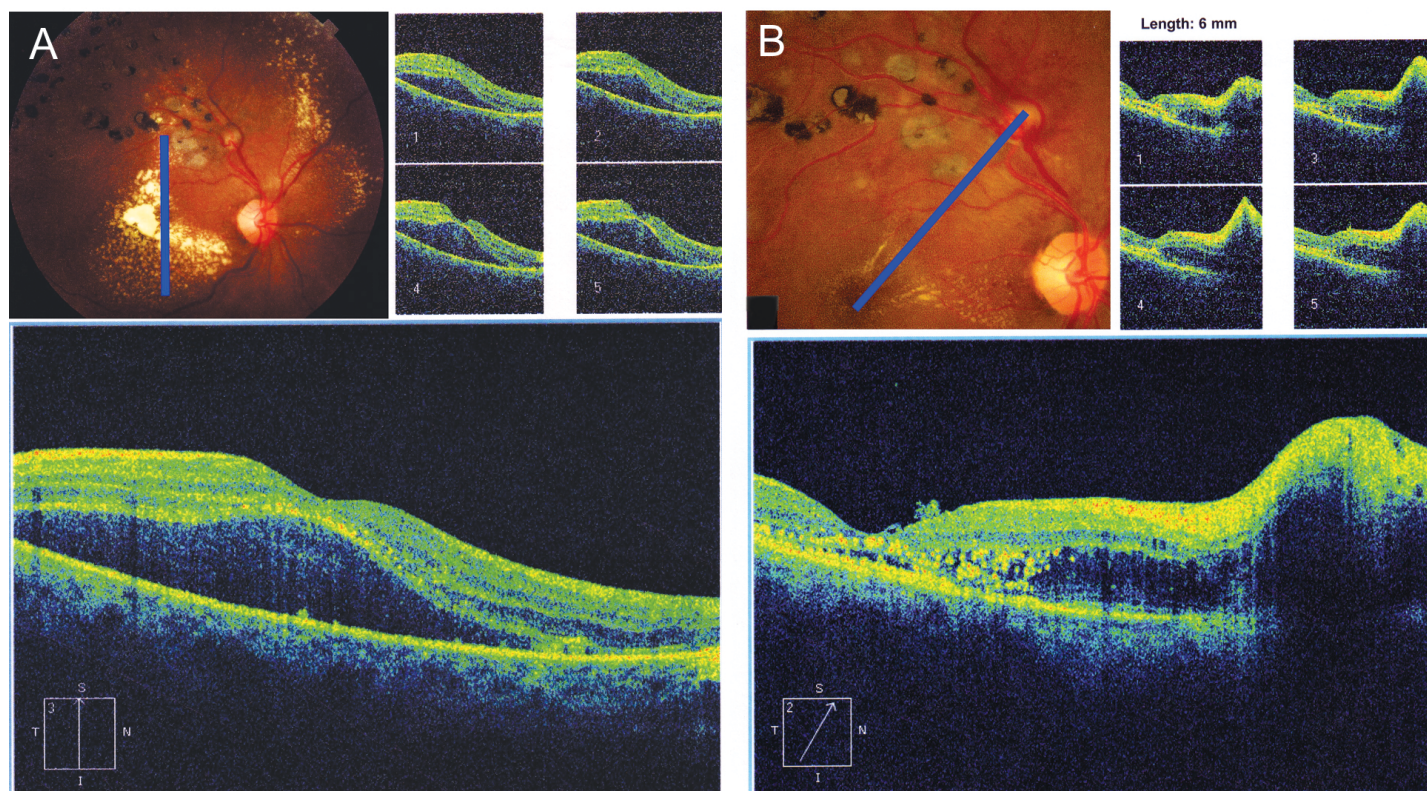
Tomografia de coerência óptica (OCT). Corte óptico (linhas azuis) na região macular e na área do MAR. Paciente do sexo feminino, 63 anos, com MAR que evoluiu após oclusão venosa antiga fotocoagulada. Evoluiu com edema macular exuberante. Imagens antes (6A) e 6 meses após (6B) tratamento com 3 injeções intravítreas com intervalos mensais de ranibizumabe. Observa-se ainda presença de líquido intra e subretiniano.
